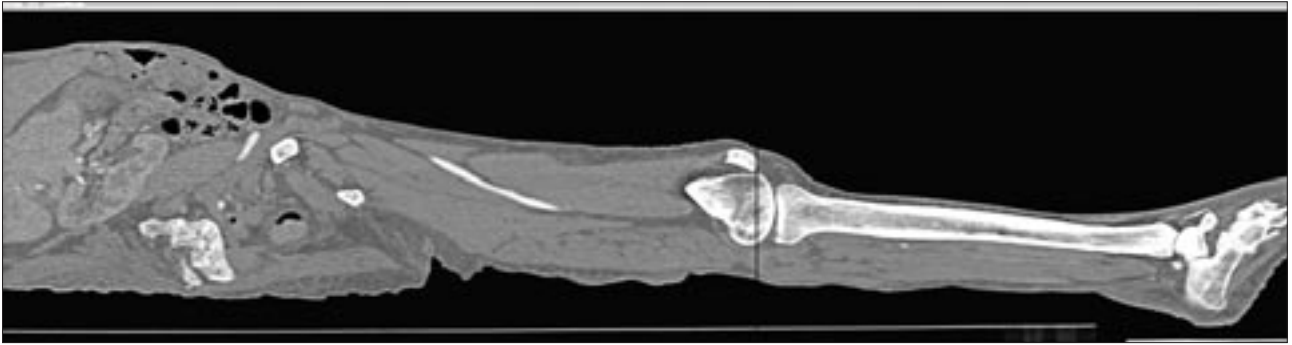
Пример ортогональной реконструкции КТ-серии с обработкой изображения. Формат кадра изображения 512×1950×12b.
